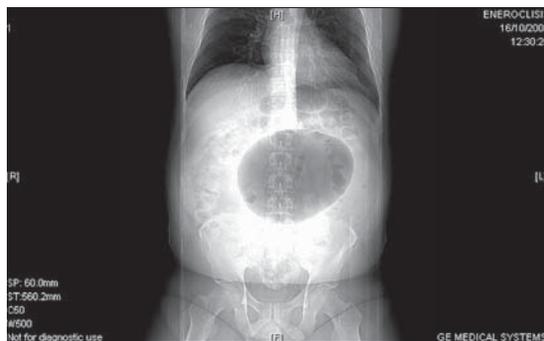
E-TC: Imagen aérea centro-abdominal (signo del balón inflado).
